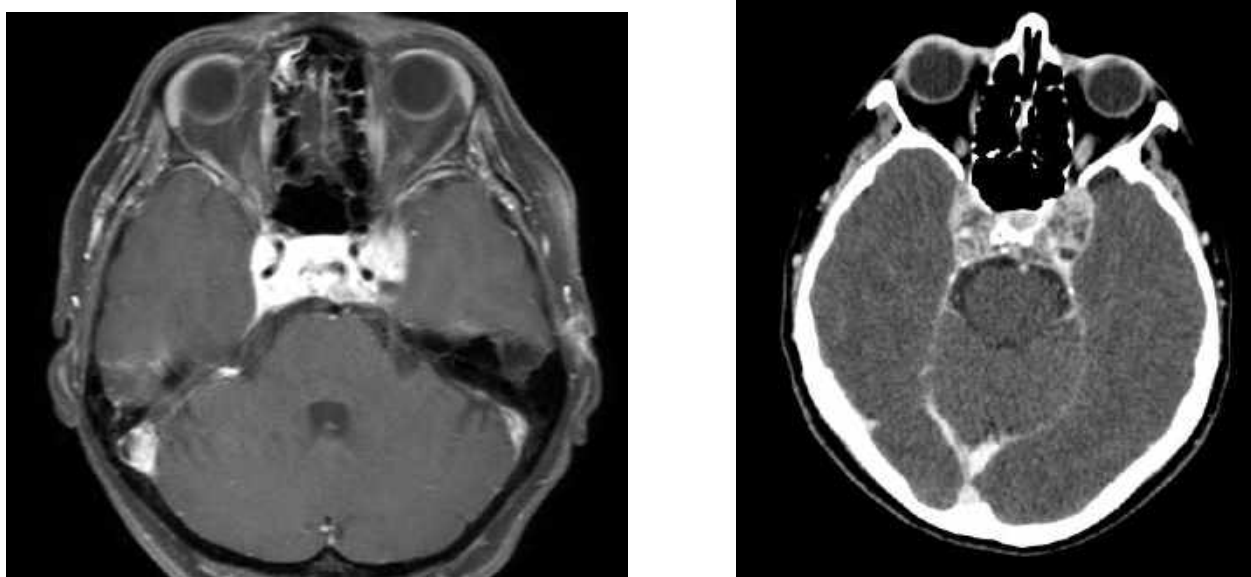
Фронатльні площини: (ліворуч) мангнітно-резонасна томографія (МРТ) з в/в контрастуванням та (праворуч) комп'ютерна томографія (КТ) з в/в контрастуванням - демонструє руйнування пухлиною ТС і верхньої третини схилю основної кістки
